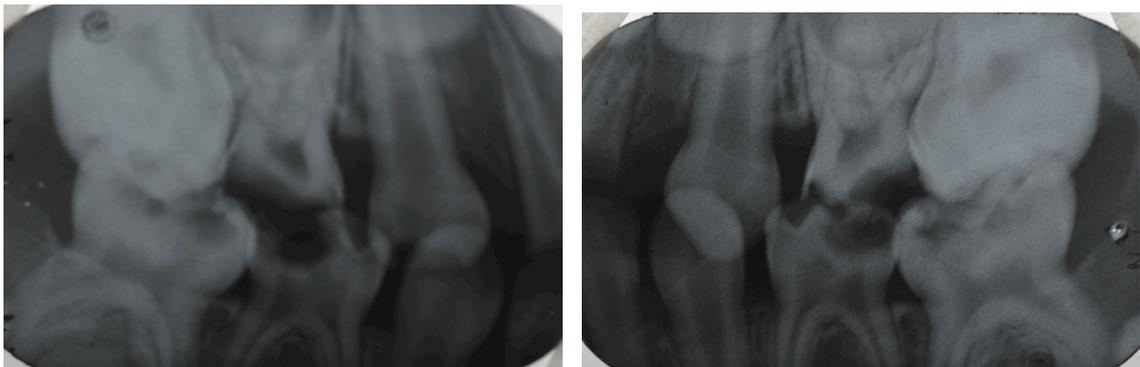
Radiografias interproximais direita e esquerda com áreas radiolúcidas em metade interna de dentina nos dentes 54, 64, 77, 75, 84 e 85.
